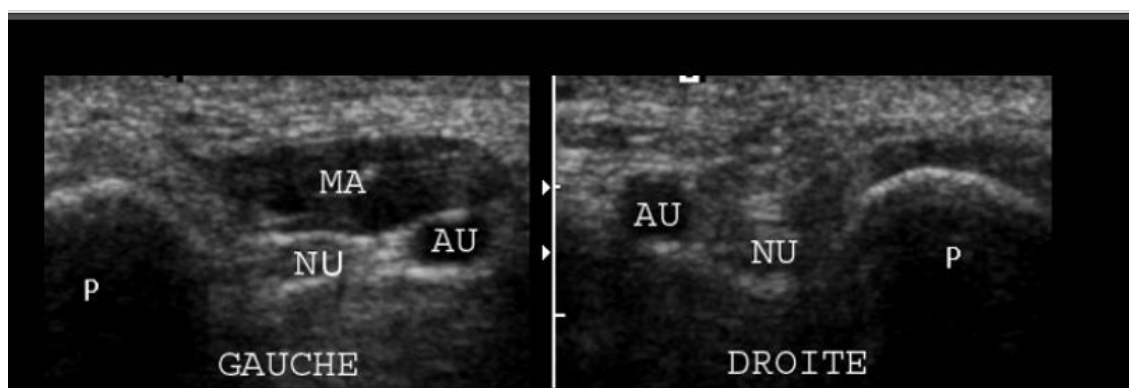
Image échographique montrant l'aspect fusiforme, hypo-échogène et hypertrophié du muscle accessoire de l'abducteur de l'auriculaire, en dehors du pisiforme, (à gauche), et il est responsable de la compression du nerf ulnaire au poignet.
